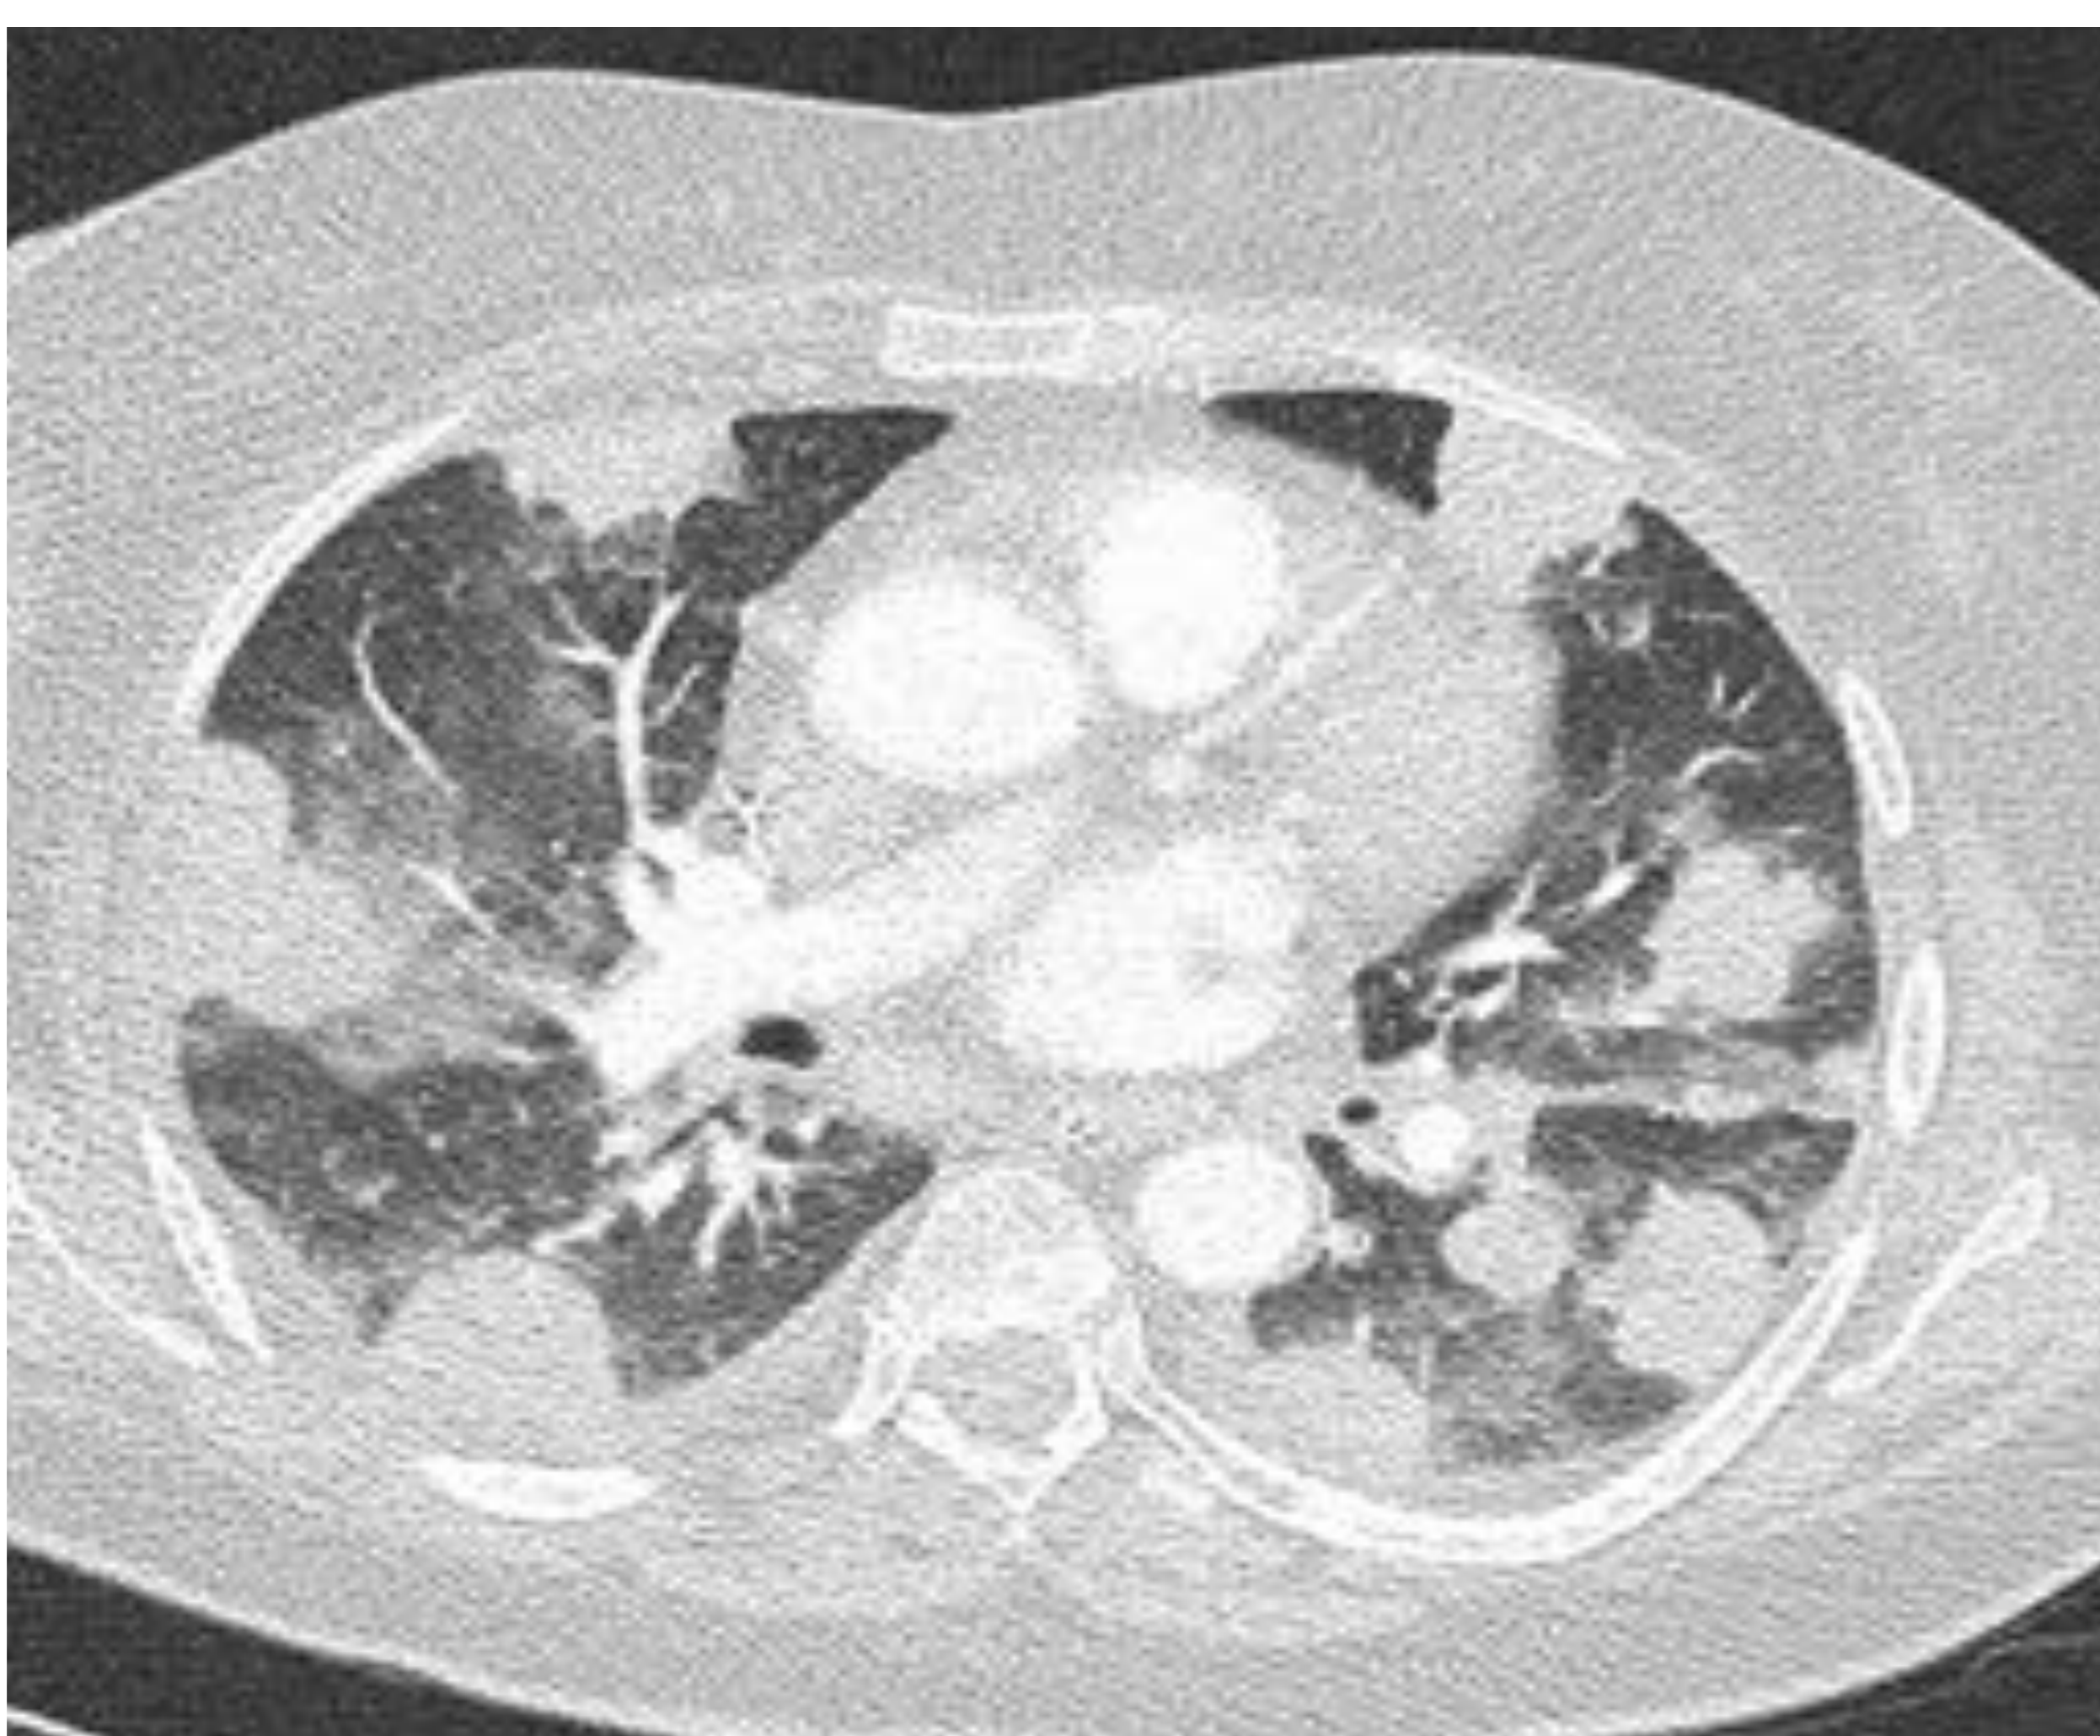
Mujer de 59 años. Antecedente de artritis reumatoide. Trastorno LP asociado a administración de metotrexate, con morfología de inmunofenotipo de linfoma difuso de células grandes B (tipo distinto del centro germinal). TC de tórax fase arterial (ventana pulmonar y mediastínica): múltiples nódulos sólidos pulmonares con patrón en "suelta de globos".
